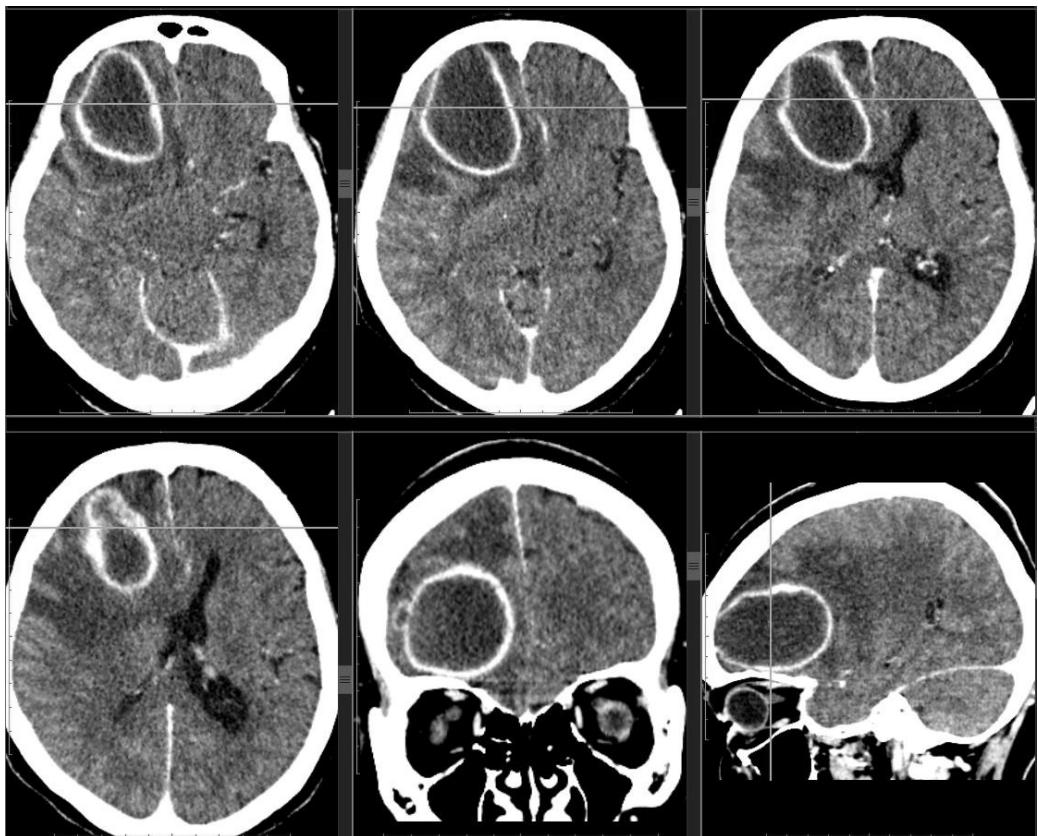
КТ головного мозга больной Н., 48 л. Исследование выполнено с внутривенным введением контрастного препарата.
